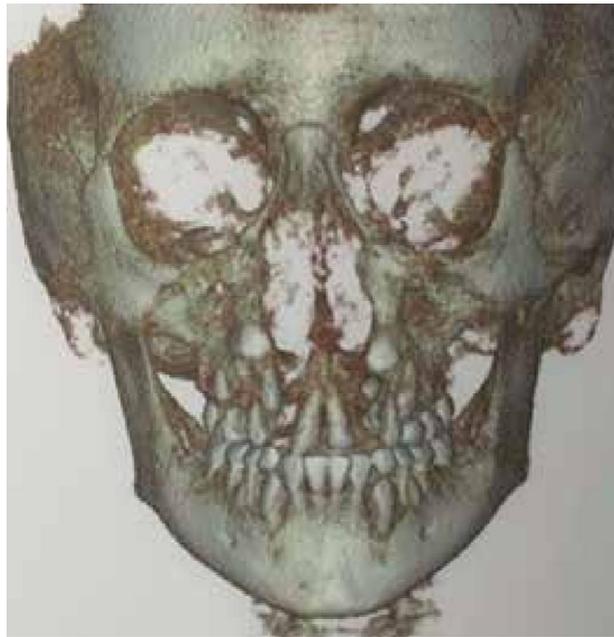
Tomografía volumétrica en paciente con fisura alveolar.<sup>38</sup>
